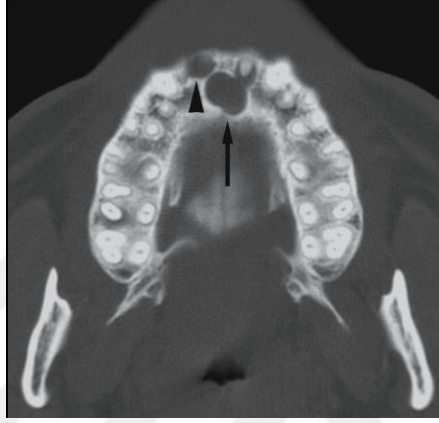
A. Her iki maksiler santral dişlerin palatinalinde konumlanmış NPK kistin aksiyal bilgisayarlı tomografi (BT) görüntüsü (oklar). B. Aynı vakanın koronal BT görüntüsü (White ve Pharoah, 2014).
